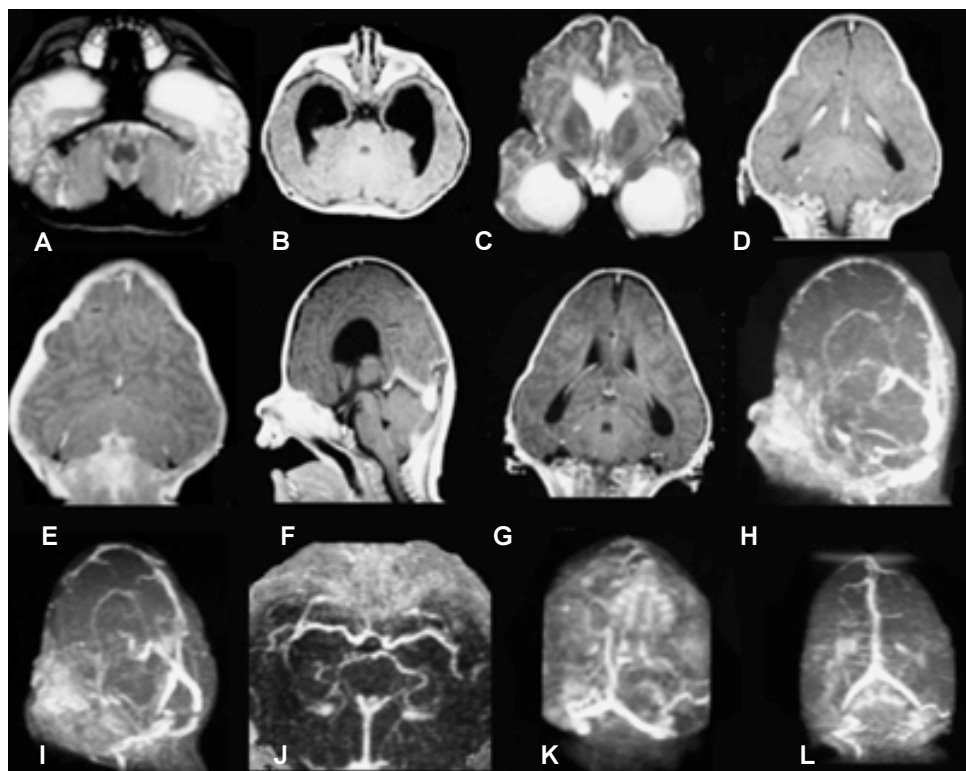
Angioresonancia sin alteraciones.
